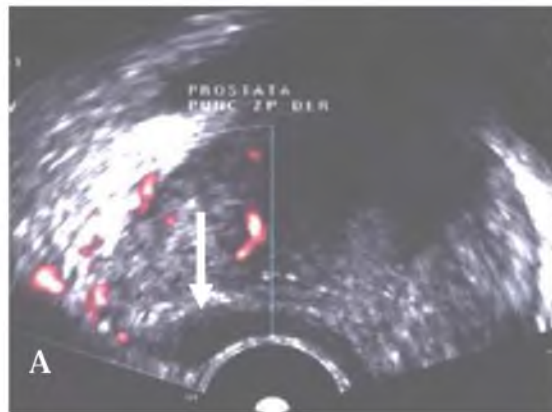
A. Ecografía transrectal con doppler color (imagen ampliada): área hipoeoica nodular en el margen de la zona periférica derecha (flecha). Distribución periférica de los vasos, configurando una lesión más probablemente benigna.
